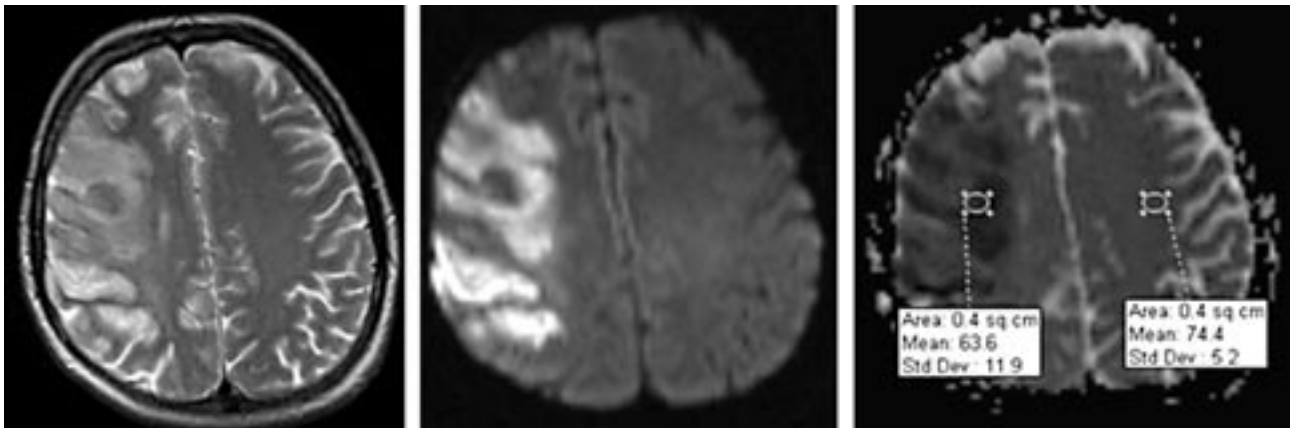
ДВ-МРТ (1-е сутки заболевания): повышение интенсивности МР-сигнала от очага ишемии на ДВИ ( $b=1000$ ) и понижение – на ИКД-карте ( $40-50 \times 10^{-5} \text{ мм}^2/\text{с}$ ). Инфаркт мозга также начинает проявляться в стандартных режимах T2 и FLAIR.
